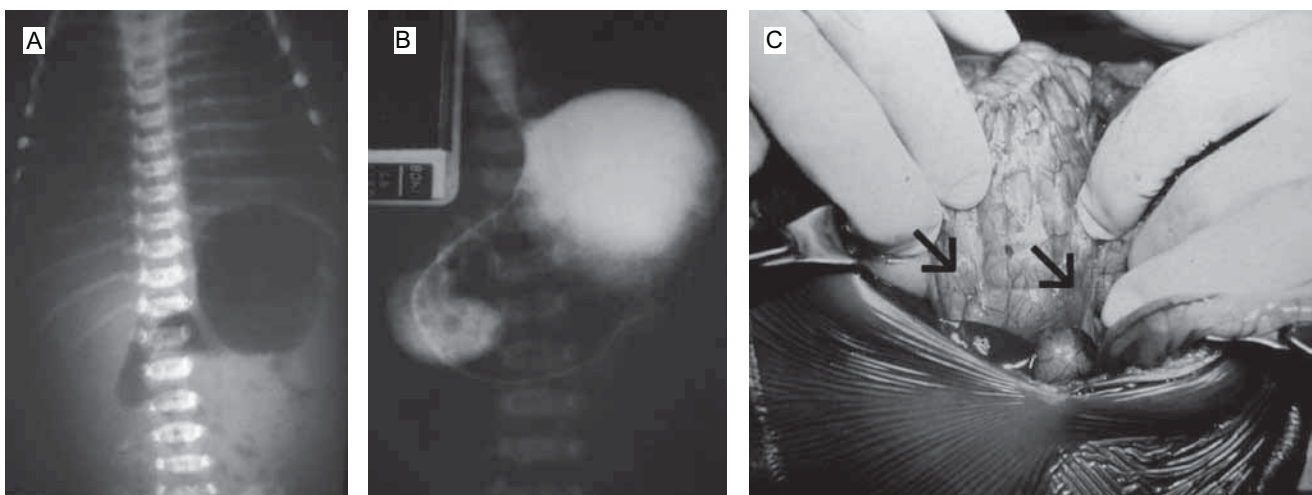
(a) La radiografía simple muestra dilatación del estómago y del duodeno, que se ubica en una situación medial. (b) En el estudio contrastado se identifica el estómago distendido y la posición anómala del duodeno sobre los cuerpos vertebrales. (c) La imagen quirúrgica muestra las bandas fibróticas que comprimirían al duodeno.
